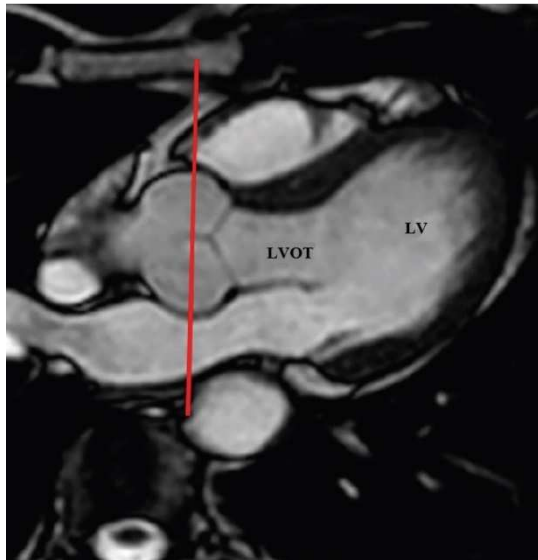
MRT, Ebene LVOT
